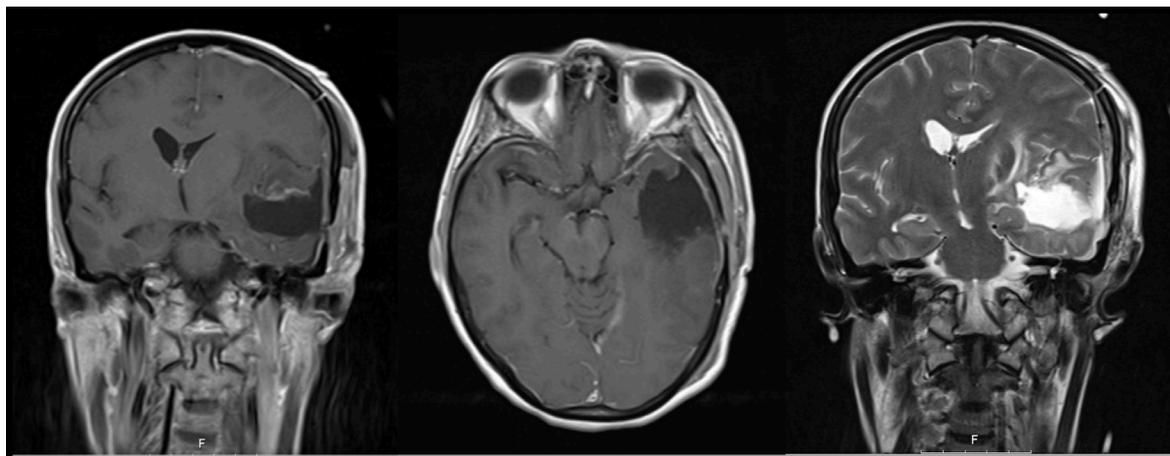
RM cerebral realizada em janeiro de 2018: “Volumosa lesão necrótico-quística temporal esquerda, medindo cerca de 52 x 48 x 39 mm de maiores eixos, com hipersinal em T2 e hipossinal em T1, sem valorizável captação de contraste. Hipersinal nas sequências de TR longo que se estende na substância branca temporal, parietal, frontal, insular e das cápsulas interna e externa e traduz edema vasogénico / infiltração tumoral, condicionando herniação subfalciforme e uncal, com desvio da linha média de cerca de 12 mm. As características da lesão indicam tratar-se de glioma difuso de alto grau.”
